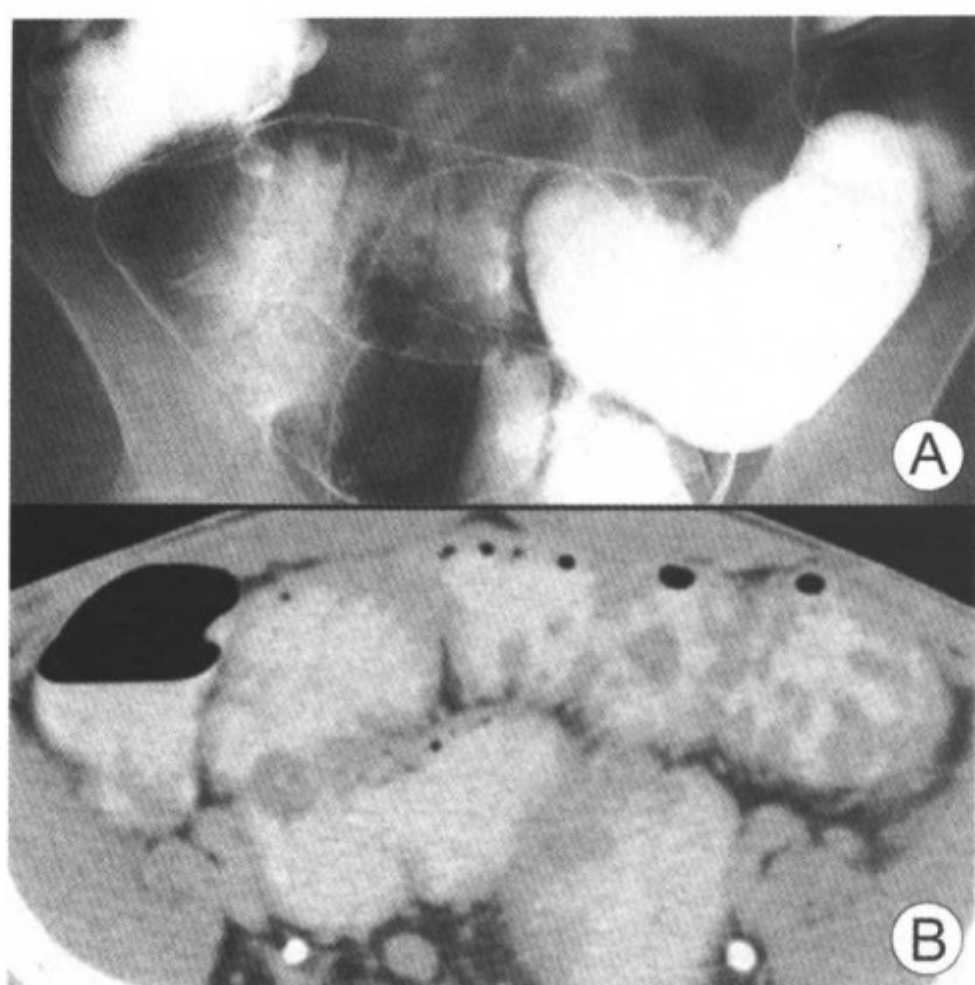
图 A 钡灌肠示无数息肉；图 B CT 显示息肉
